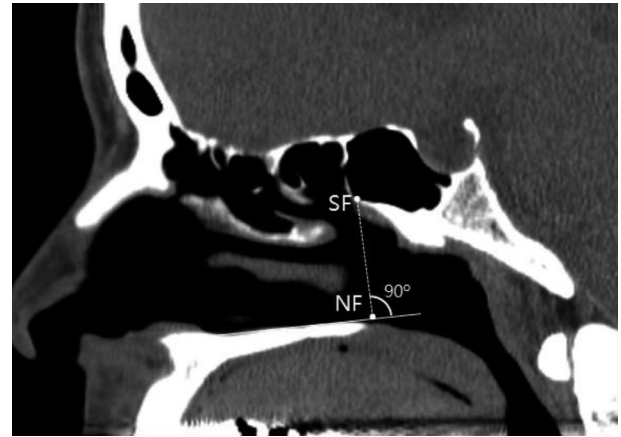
Sagittal CT image demonstrating the vertical distance from the nasal floor (NF) to the anterior sphenoid sinus roof (SR).
